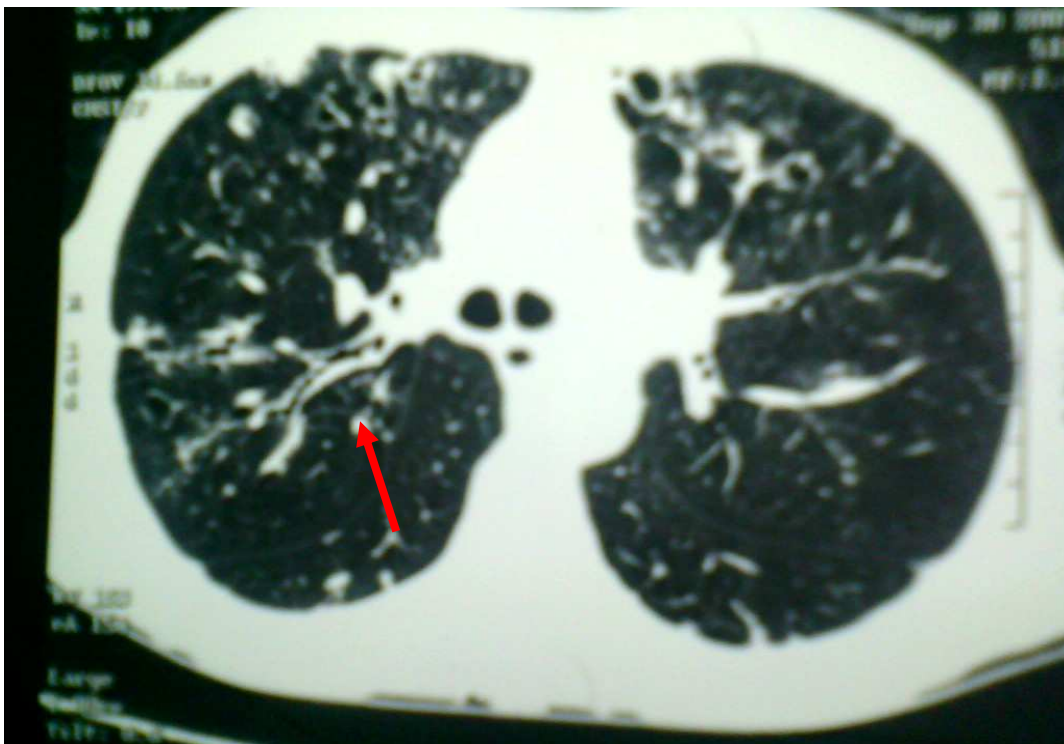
TDM thoracique de dilatation des bronches de type cylindrique
